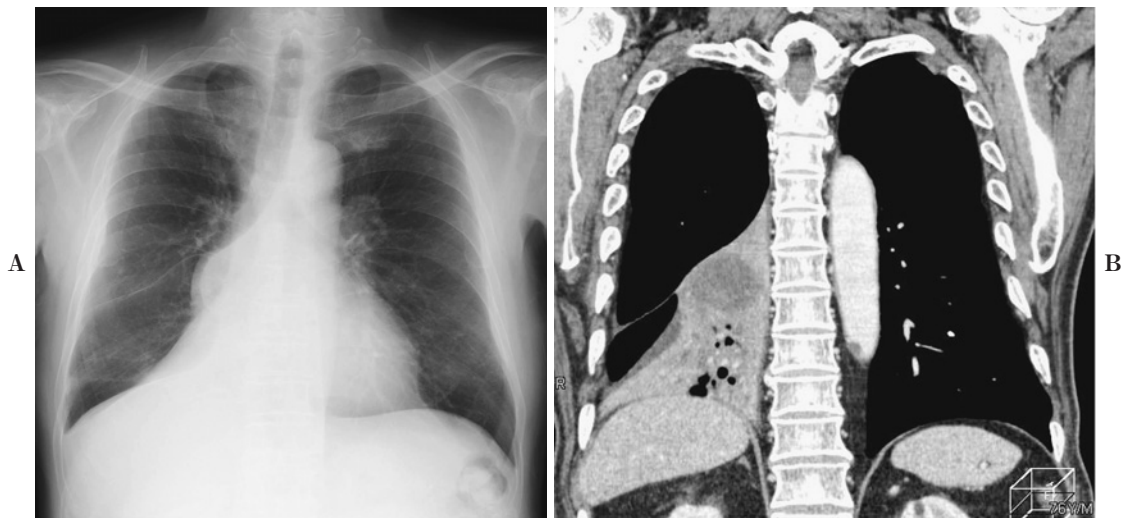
A. A chest radiograph shows a right hilar mass with segmental consolidation in the right lower lung field. B. An enhanced chest CT image with coronal reformation shows a right hilar mass causing obstructive pneumonia of the right lower lobe. A diagnosis of squamous cell carcinoma was made by bronchoscopic biopsy taken from the right lower lobe bronchus.
